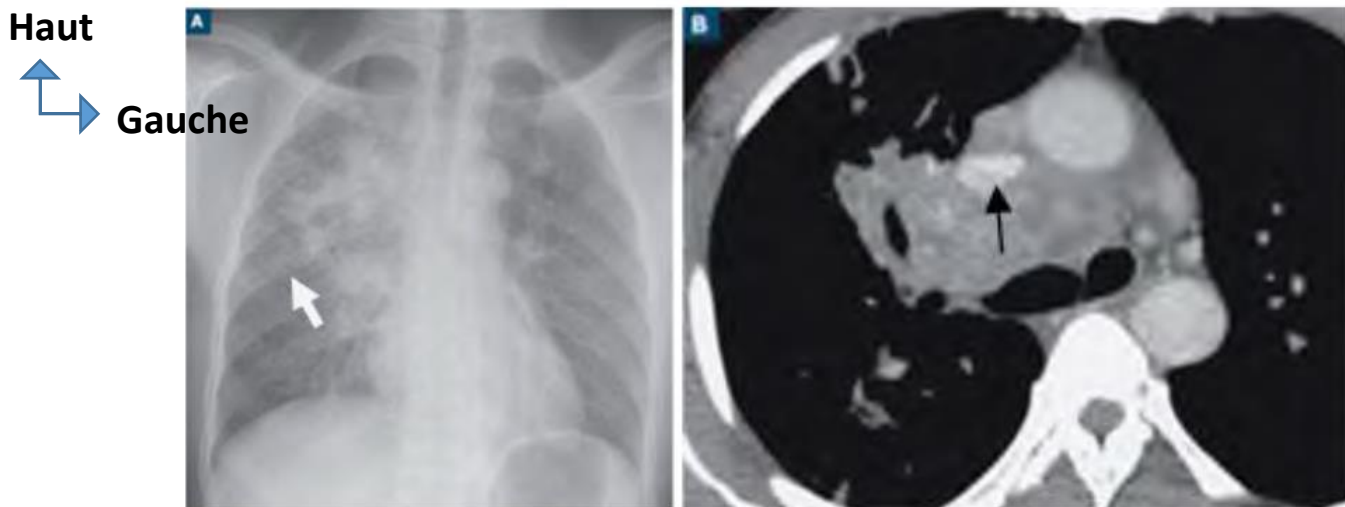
Radiographie thoracique (A) et coupe TDM en fenêtre médiastinale (B) montrant de multiples ADP médiastinales à centre nécrotique (flèche noire) – condensation pulmonaire homolatérale (flèche blanche) (9)
